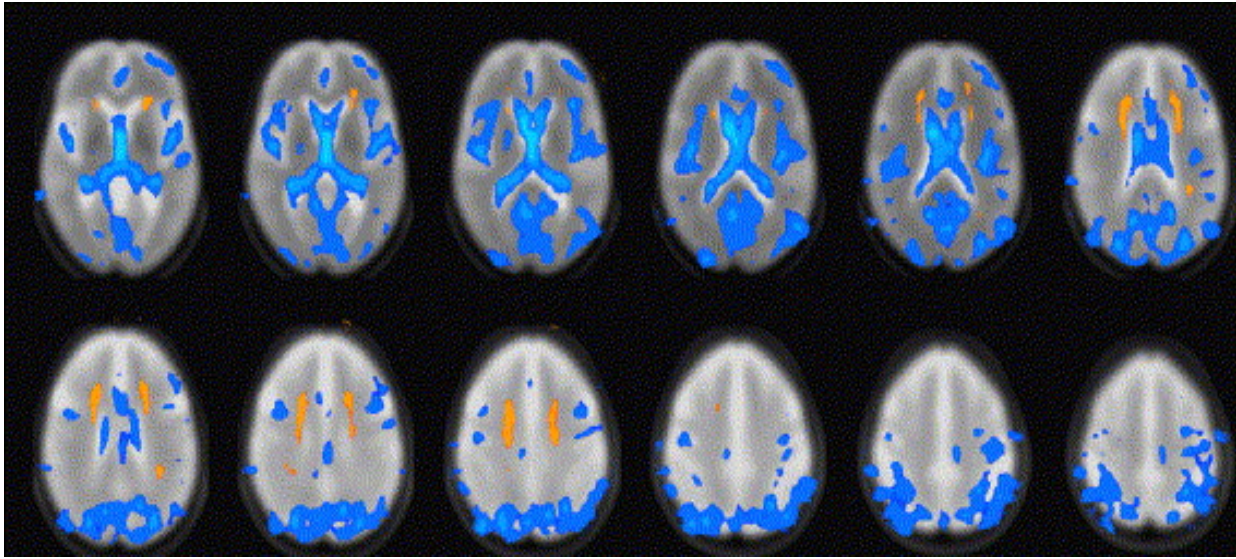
coupes IRM de cerveaux humains illustrant les changements globaux au niveau de la SG avec l'âge, d'après *Smith et al. (2007)*.
